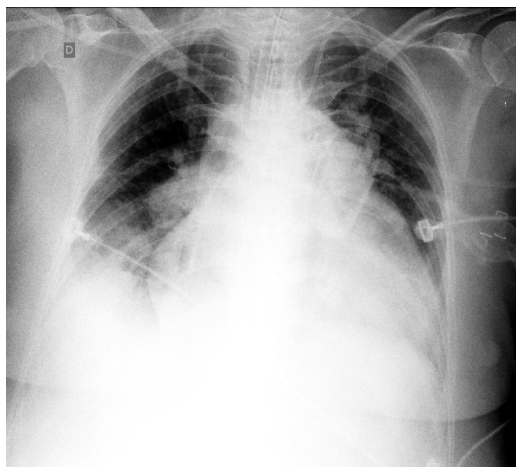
Radiografia do tórax. Mais penetrado que o anterior. Presença de cânula endotraqueal. Congestão pulmonar, opacificação na base direita e cardiomegalia com presença de duplo contorno (aumento do átrio esquerdo) e abaulamento e desdobramento do arco médio (aumento do ventrículo direito).
